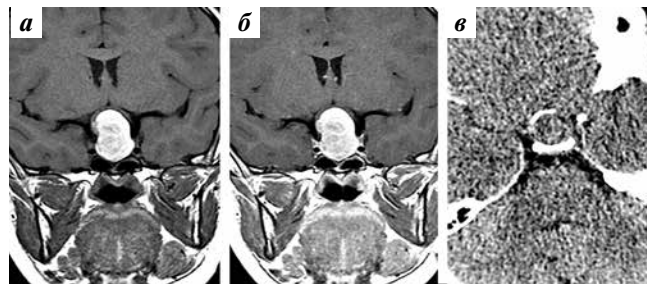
Эндосупраселлярная адамантиноподобная краниофарингиома: а, б — магнитно-резонансная томография во фронтальной плоскости в режиме T1 до (а) и после (б) контрастного усиления; в — нативная спиральная компьютерная томография в аксиальной плоскости. Визуализировано объемное образование с кистозным компонентом, не накапливающим контрастный препарат, и скоплением петрификатов по переднему контуру
